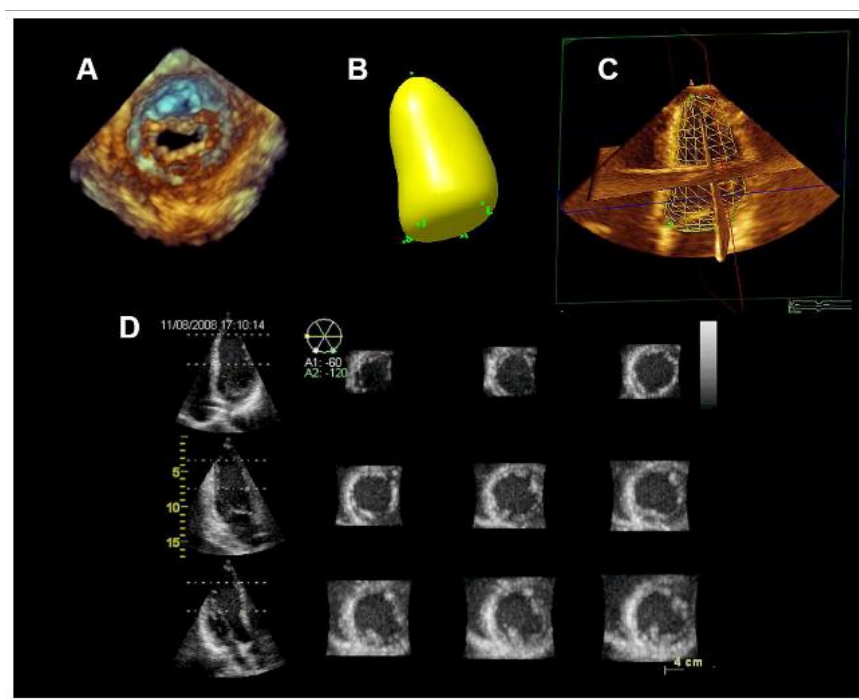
三维超声心动图数据集可应用不同的三维成像显示和绘制软件系统进行互动式观察。显示3D 图像的技术可分为四大类：容积成像 (A)，表面成像(B)，网格图(C)，2D 断层切面成像(D)。
